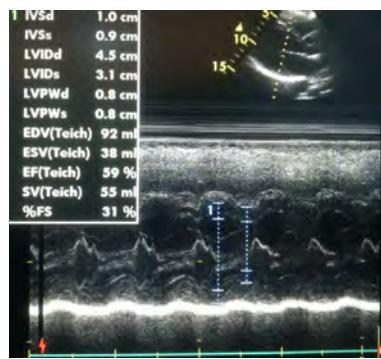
EF was found %59 on echocardiography.
